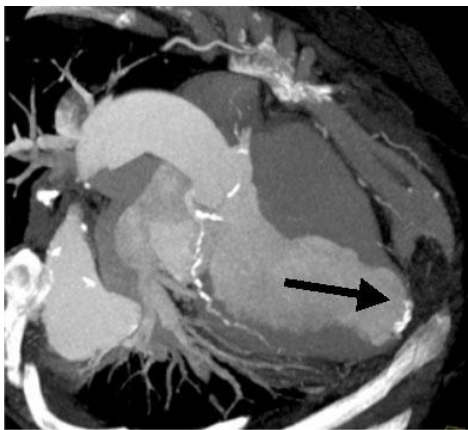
МСКТ сердца. Аневризма в области верхушки левого желудочка (стрелка) [5]
